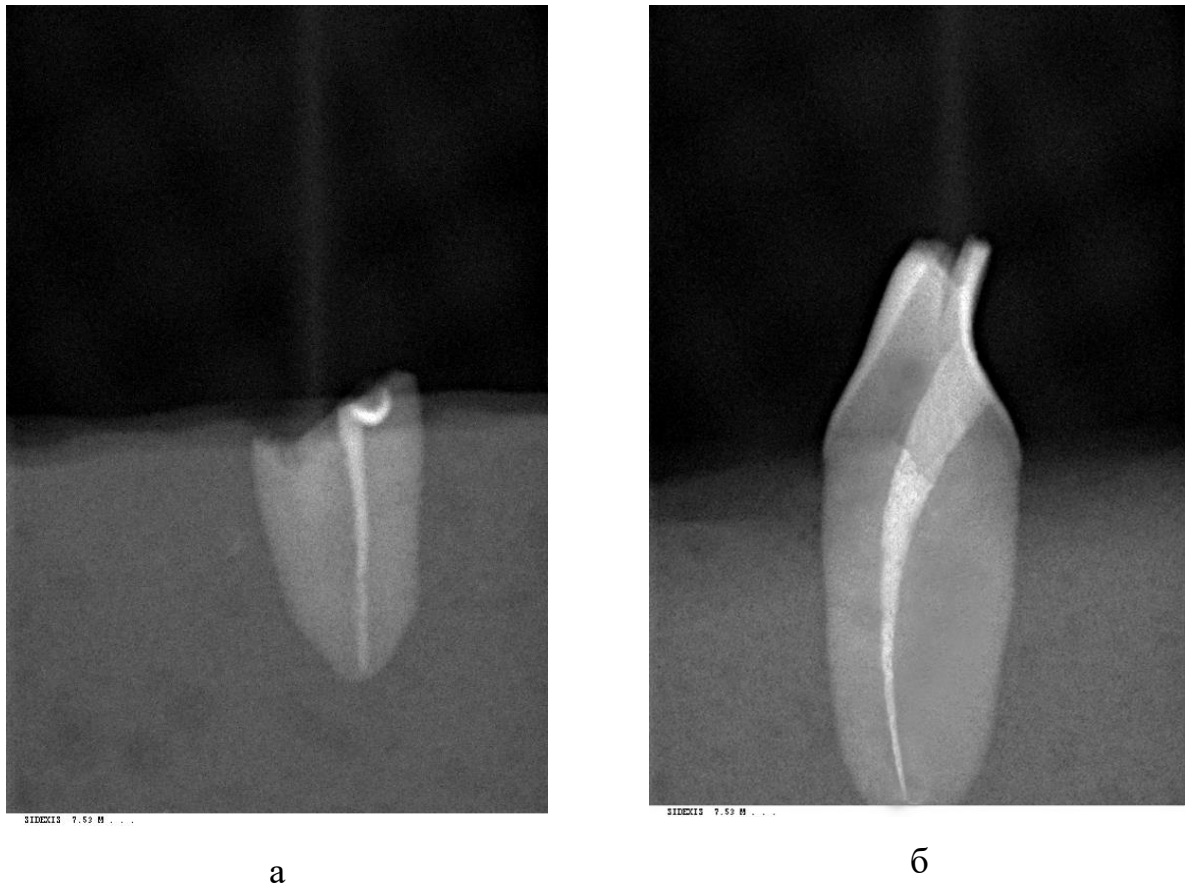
Рентгенограма зубів групи Endo: а – горизонтальний перелом кореня; б – сколювання різального краю
